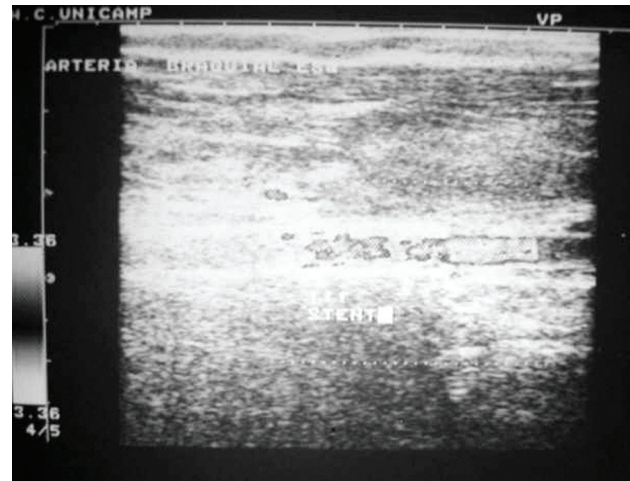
Ultra-sonografia com Doppler confirmando a trombose da artéria axilar esquerda no caso 2
